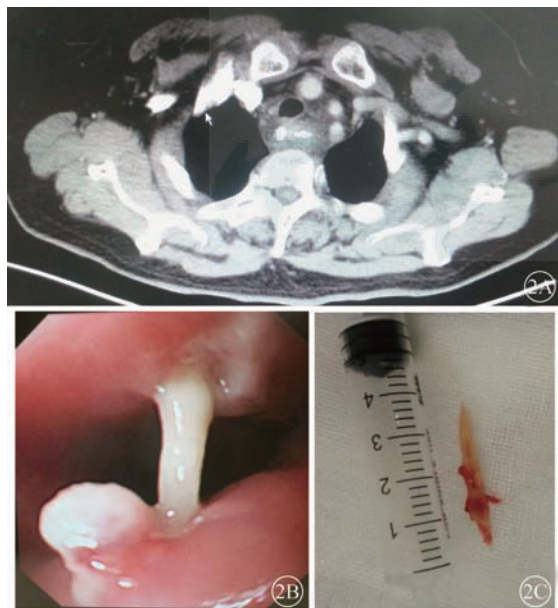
非局限性食管穿孔首选软质食管镜探查治疗。2A 为 CT 影像;2B 为异物鸡骨;2C 为长度测量
